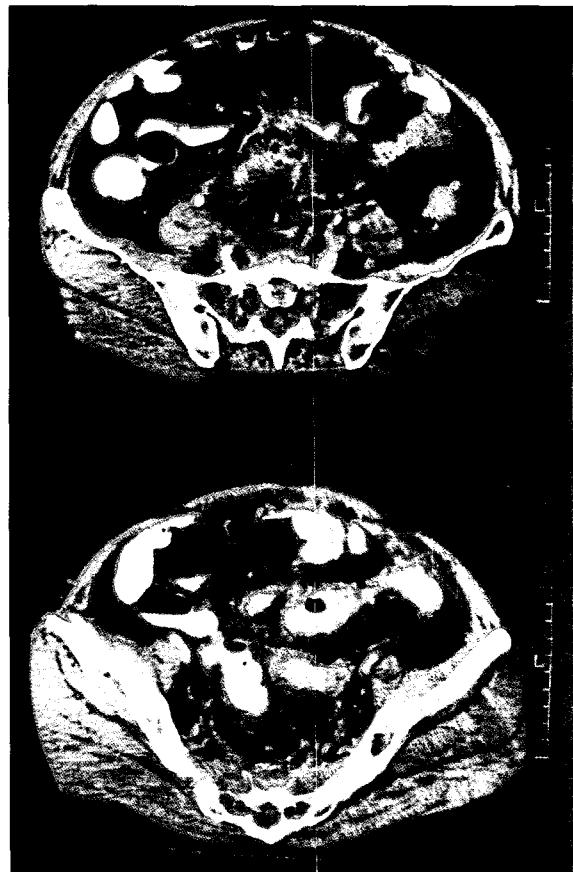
CT finding of lower abdomen. (A) Suggesting of mesenteric inflammation possibly due to sigmoid diverticulitis. (B) Multiple variable sized diverticulae were seen in sigmoid colon
